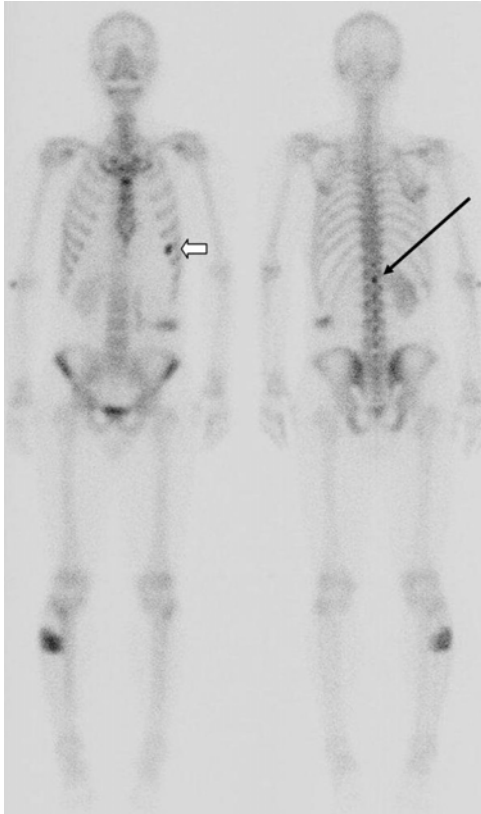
Initial ^{99m}Tc-HDP bone scintigraphy was undertaken after 6 days of left total nephrectomy for renal cell carcinoma. ^{99m}Tc-HDP bone scintigraphy shows focal increased uptake in the spinous process of the first lumbar spine (black arrow) and this lesion was suspected as bony metastasis. The other focal increased uptake was shown in anterior portion of the left 6th rib (white arrow) and this lesion was considered as fracture. The focal uptake in the right lower leg was considered as urine contamination.
